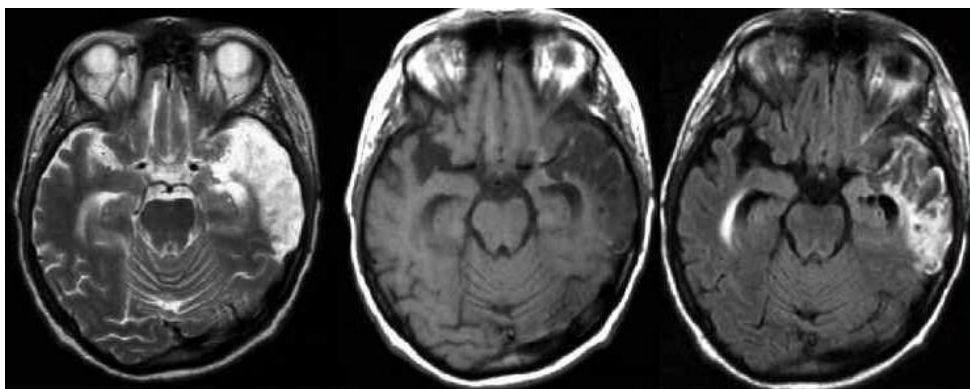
T2, T1 и FLAIR (слева-направо) – режимы при ишемическом инсульте в средней мозговой артерии через 2 месяца от начала заболевания. Формирование зоны энцефаломалации, атрофия мозгового вещества
